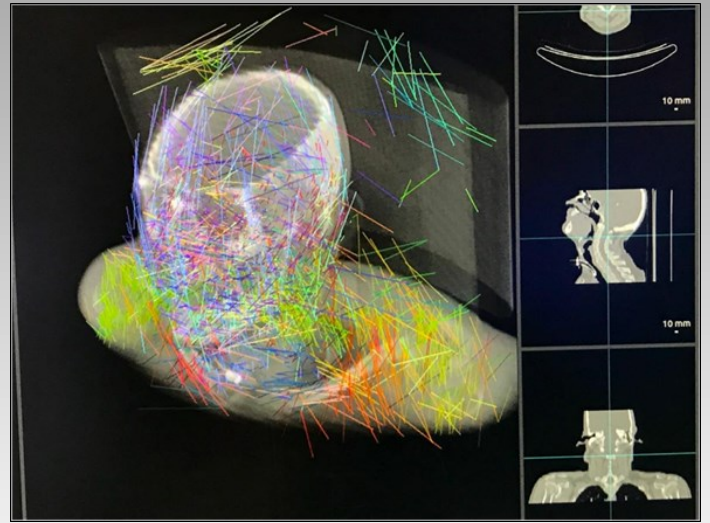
Ekstra CT Gerekmezsizin MR setinden sentetik CT üretilmesi
